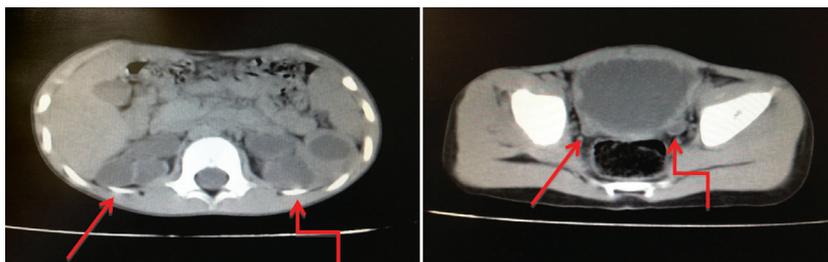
TC de abdome e pelve com uretero-hidronefrose bilateral e espessamento vesical.
